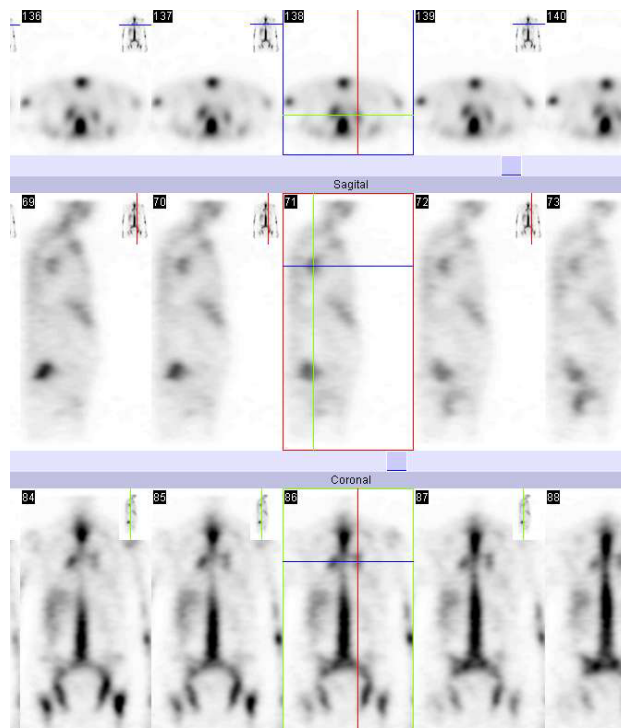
Mismo paciente de la imagen anterior. Con técnica de SPECT puede apreciarse el acúmulo en hilios pulmonares.
